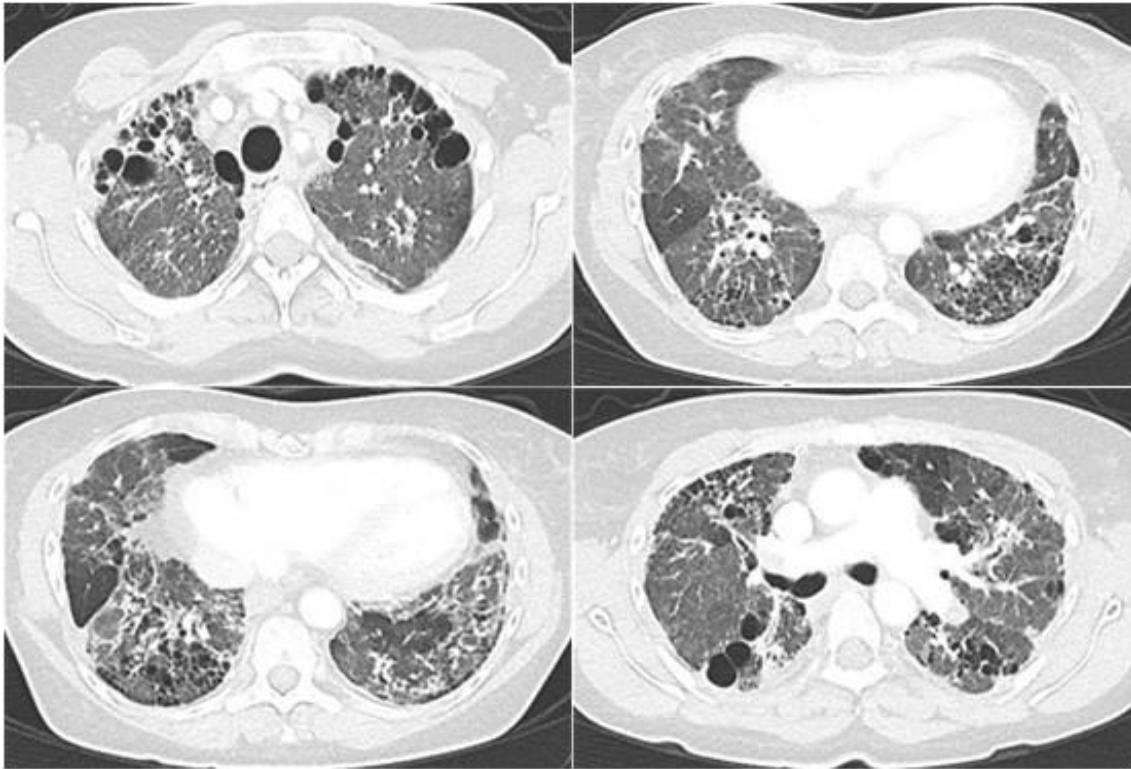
Kontroll-HRCT einer 48-jährigen Patientin mit uILD (März 2017). Es zeigt sich eine deutliche Dichtezunahme des Lungenparenchyms, Traktionsbronchiektasien und eine peribronchovaskuläre Gewebeerhöhung. Der Verlauf über 6 Jahre zeigte eine deutliche Progression der interstitiellen Veränderungen.
